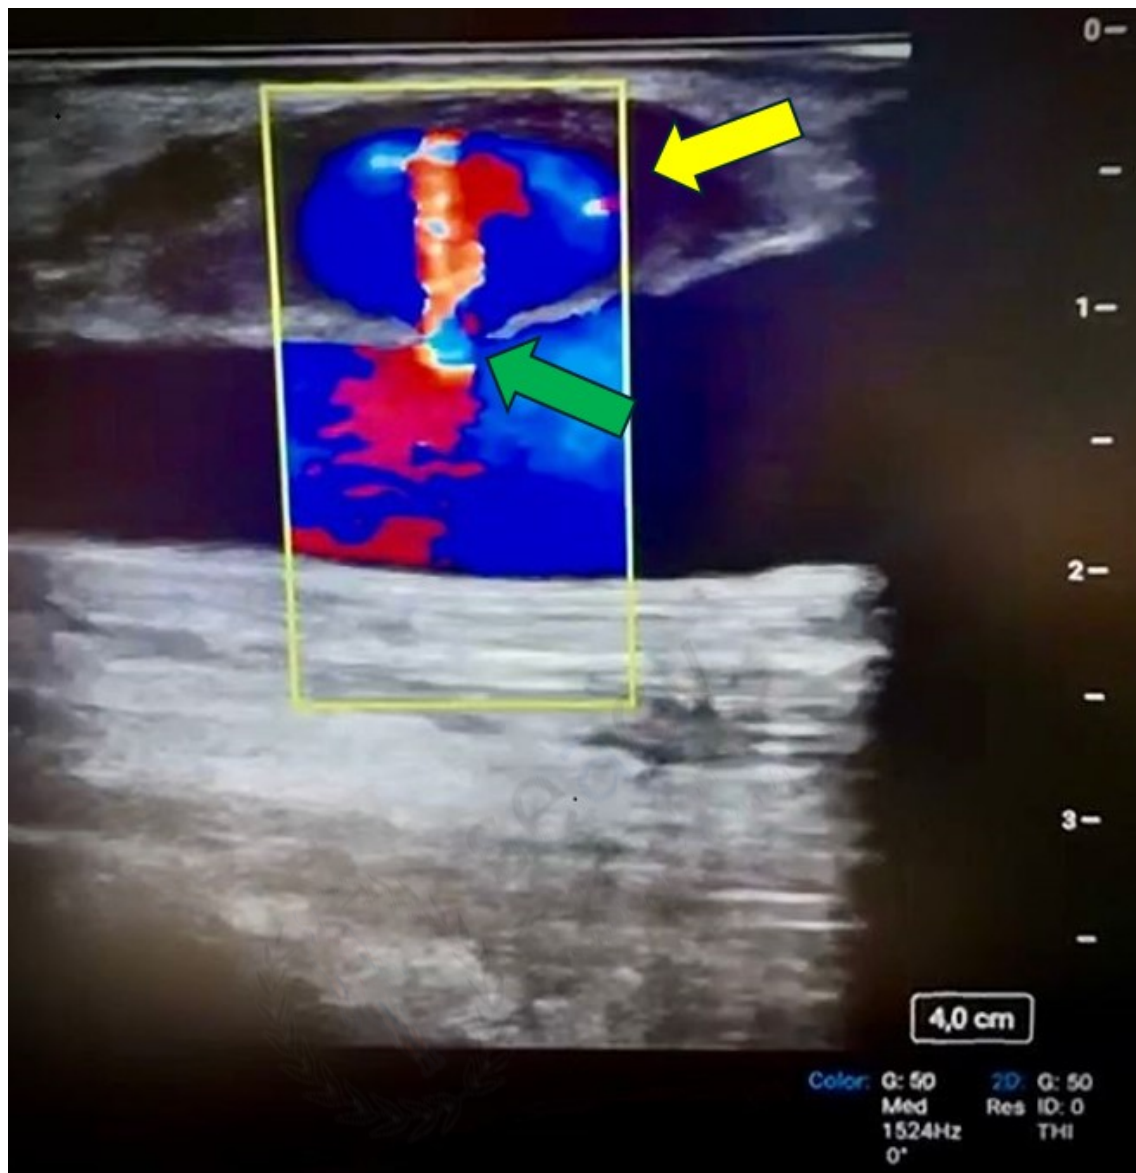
Eco Doppler que muestra el pseudoaneurisma pospunción de la FAV al nivel de la vena cefálica, con saco perfundido y flujo turbulento (flecha amarilla) a través del cuello (flecha verde).
